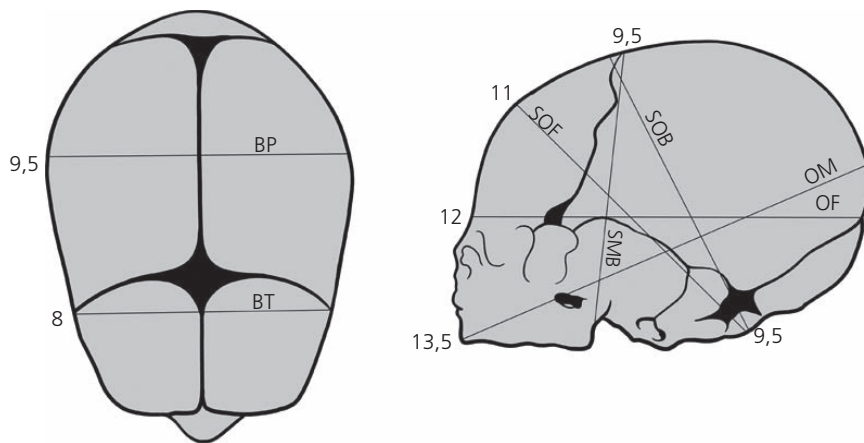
Diâmetros principais do crânio fetal. BP, biparietal; BT, bitemporal; OF, occipitofrontal; OM, occipitomentoniano; SMB, suboccipitomentoniano; SOF, suboccipitofrontal; SOB, suboccipitobregmático.
